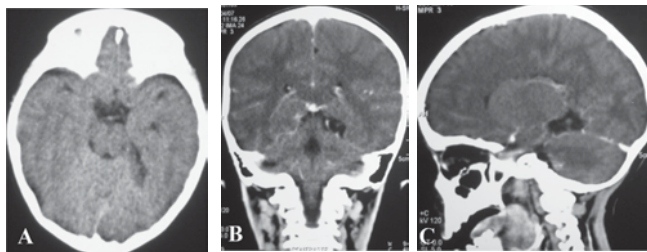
TC 3 de abril 2007. Se nota apenas la lesión quística temporal medial izquierda.
